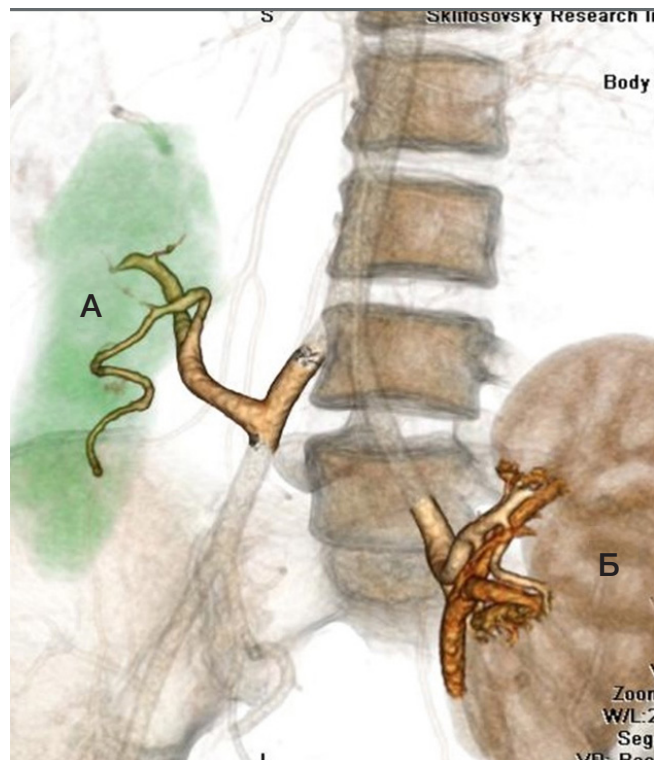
Результаты компьютерной томографии с внутривенным контрастированием, 3D-реконструкция. Типичное расположение трансплантата поджелудочной железы (А) и почки (Б) при сочетанной трансплантации
